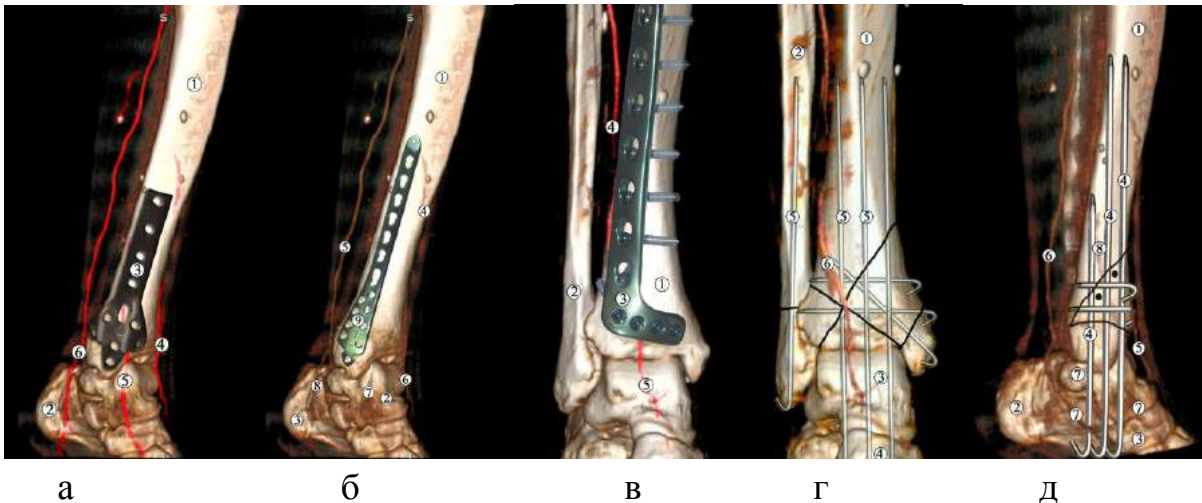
Моделі остеосинтезу великогомілкової кістки: а) пластиною типу листка конюшини; б) медіальною опорною; в) передньолатеральною пластиною; г, д) малоінвазивна технологія з використанням спиць. Ділянка нижньої третини та над'яtkово-гомількового суглоба правої нижньої кінцівки. Контрастована МРТ.
